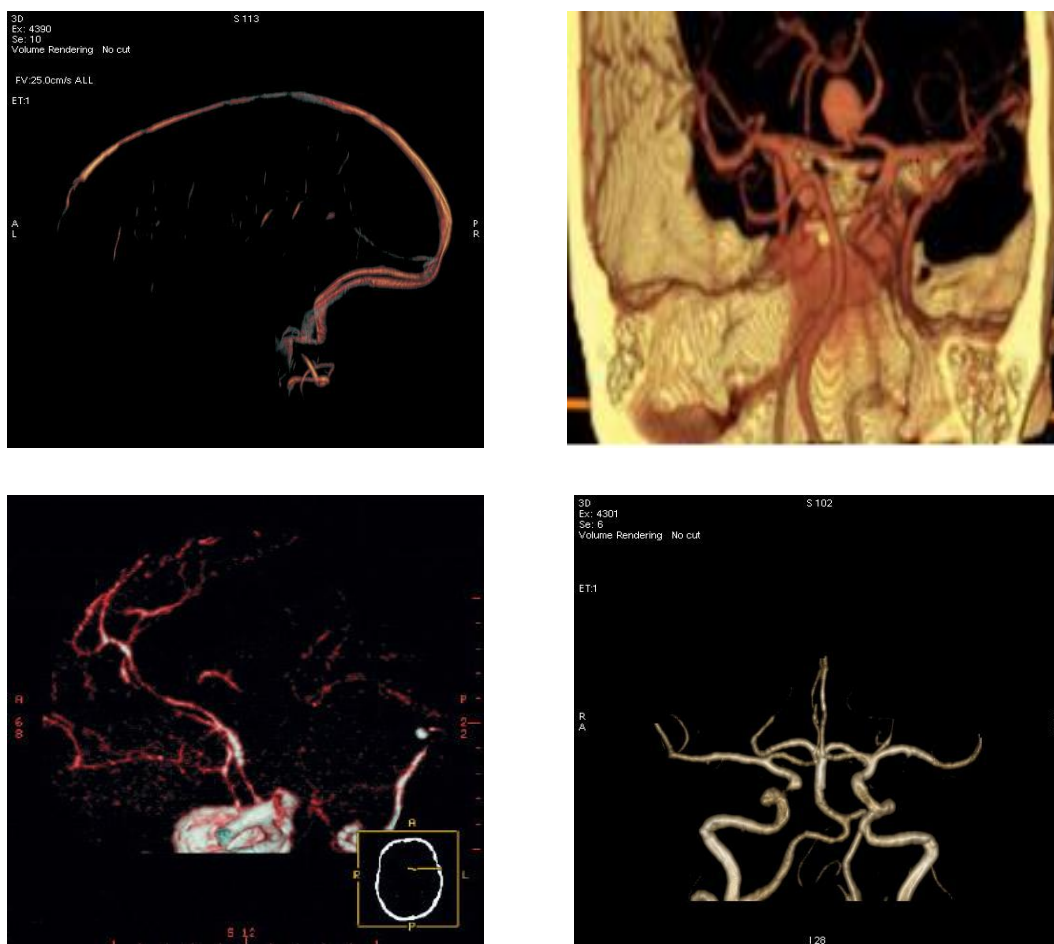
Ricostruzioni del circolo di Willis di immagini RM
